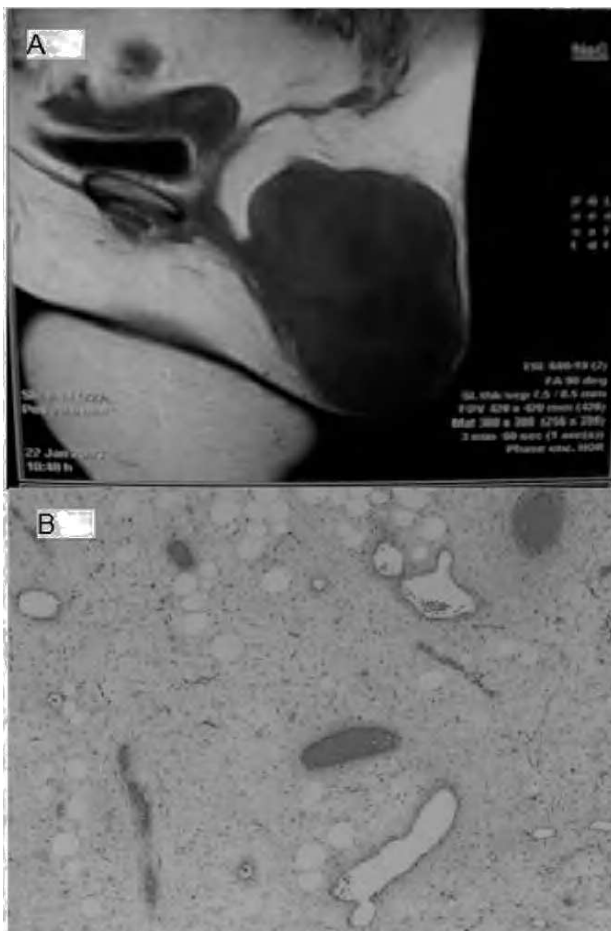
A: resonancia magnética de la pelvis en la que se observa una masa de bordes bien delimitados, de 12 x 8 cm, que deja una clara impronta en la región anal y en la que se aprecia una extensión supraesfinteriana. B: células fusiformes y estrelladas dispuestas en una estroma mixoide que muestra frecuentemente vasos sanguíneos dilatados y de pared fina. Presencia de adipocitos atrapados (HE).
